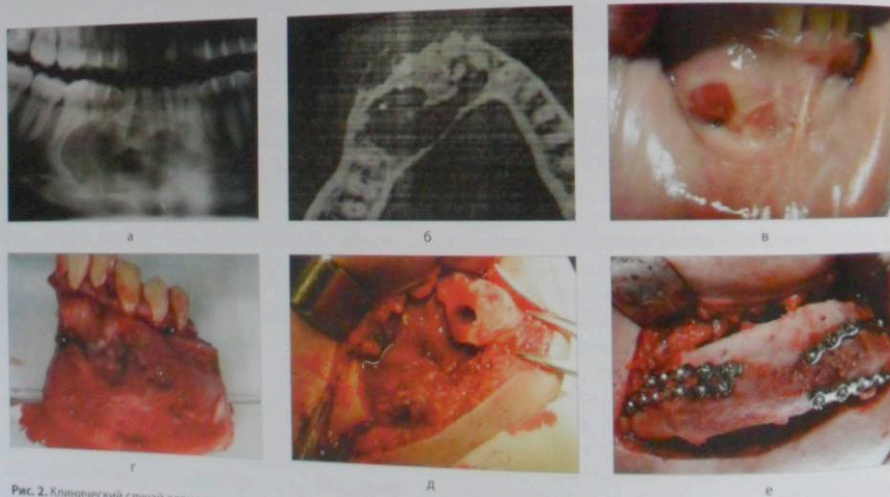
Клинический случай адмантинномы фронтального и бокового отдела тела нижней челюсти справа у пациента с устранением первичного послеопухолевого дефекта с помощью отмоделированного моноблочного бикортикально-губчатого трансплантата из гребня подвздошной кости: а) предоперационная ортопантограмма зоны опухоли; б) один из срезов рентгенокомпьютерной томографии зоны опухоли; в) внешний вид опухоли с выбуханием в полость рта; г) удаленная опухоль с фрагментом нижней челюсти; д) первичный трансплантат из гребня подвздошной кости зафиксирован к краям дефекта системой минипластин из титана
